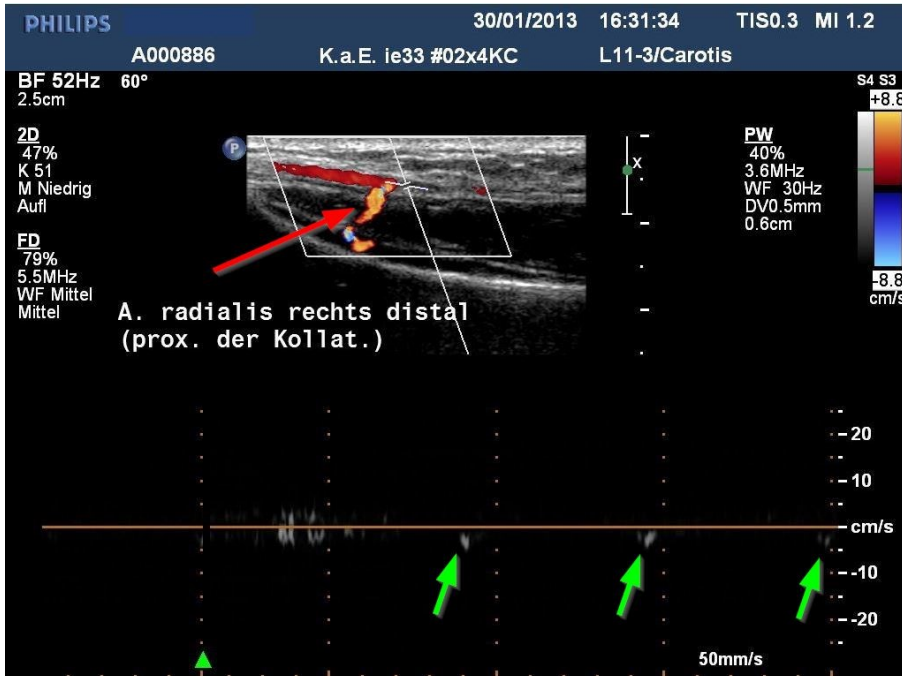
Verschluss der A. radialis mit Kollateralisierung, Längsschnitt (links distal, rechts proximal), farbcodierte Duplexsonografie kombiniert mit pulsed-wave- (pw)-Doppler-Sonografie (vgl. Abbildung 7). Das sample volume, aus dem die Frequenzprofile der pw-Dopplersonografie abgeleitet werden, liegt proximal der Einmündung einer Kollaterale (roter Pfeil), die die distale A. radialis auffüllt. Hier findet sich im pw-Doppler ein minimaler retrograder Fluss (grüne Pfeile, die negativen Geschwindigkeiten kennzeichnen einen Fluss vom Schallkopf weg).
